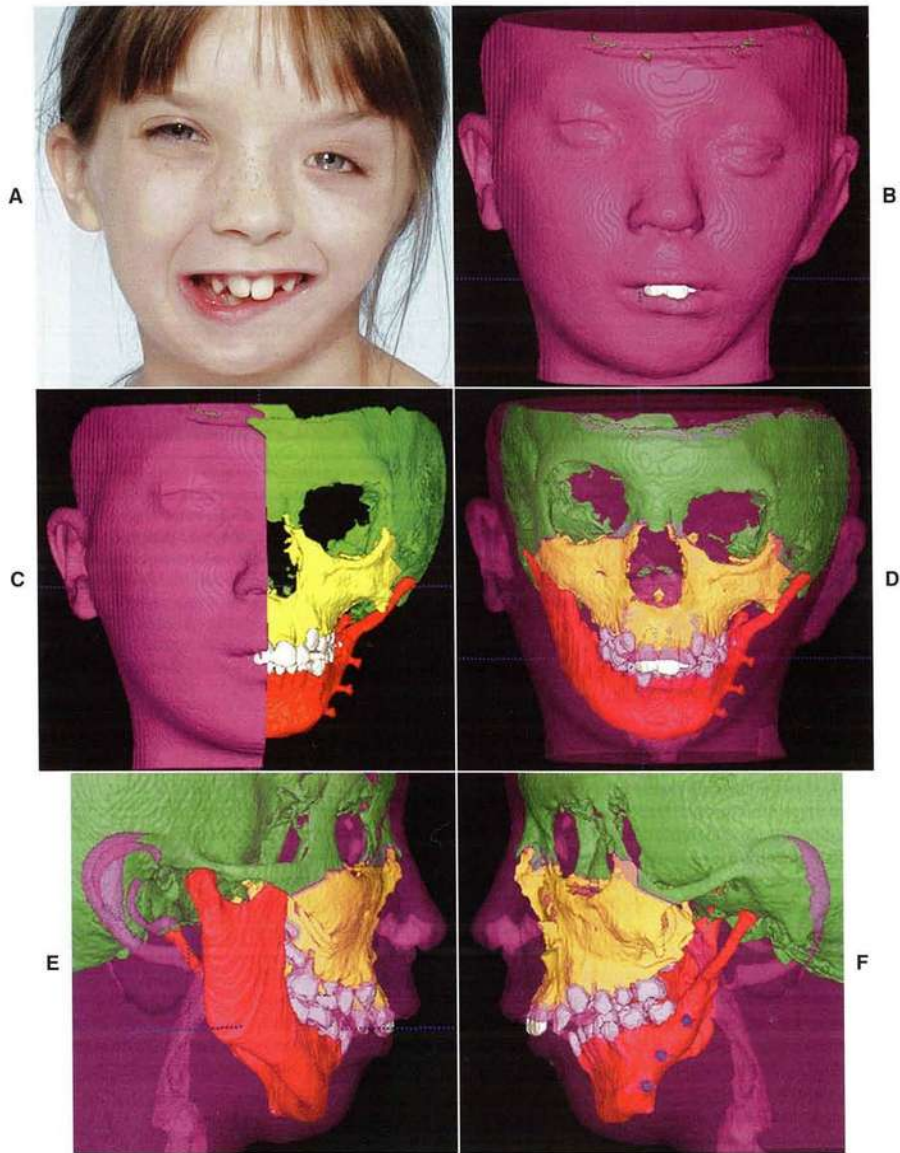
Las imágenes de tomografía computarizada (TC) son la mejor manera de determinar los detalles de las deformidades esqueléticas. Estas imágenes de una niña de 9 años con una microsomía hemifacial grave (y previas al tratamiento quirúrgico para la reconstrucción del lado afectado de su mandíbula) ilustran cómo las imágenes de TC pueden mostrar tanto los contornos de la piel como de las relaciones óseas. Se puede añadir color a las diferentes estructuras para su mejor visualización y se pueden transparentar las superficies (como en C y en F) para mostrar las estructuras esqueléticas por debajo. Imágenes de este tipo facilitan en gran medida la planificación de los tratamientos quirúrgicos.
